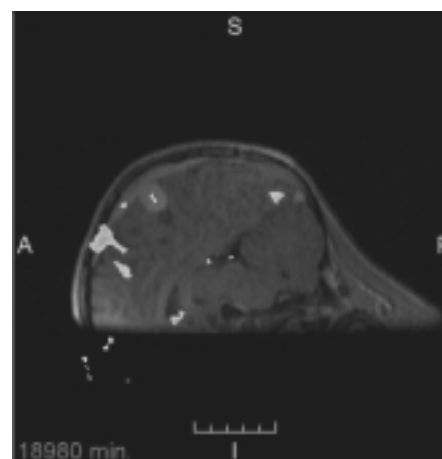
Fusion eines funktionellen MRT mit Aktivierung des Motorkortex und eines intraoperativen T1w MRT mit Kontrastmittel. Sowohl der Tumor als auch das aktivierte motorische Rindenareal können mit der integrierten Navigation präzise lokalisiert werden.
